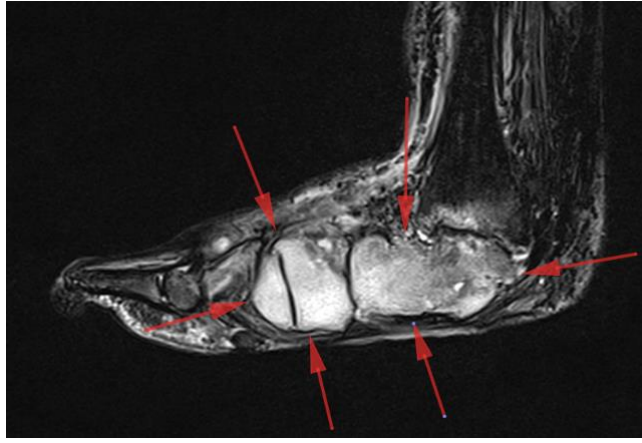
На МРТ диффузный отек костного мозга. Изображение со взвешенностью по T2 Short Tau Inversion Recovery (STIR) в сагиттальной плоскости. На фоне подавления сигнала от желтого костного мозга становятся заметны протяженные участки гиперинтенсивного сигнала от костного мозга тотально или субтотально занимающие ткань костей предплюсны, обусловленные отёком костного мозга (стрелки)
